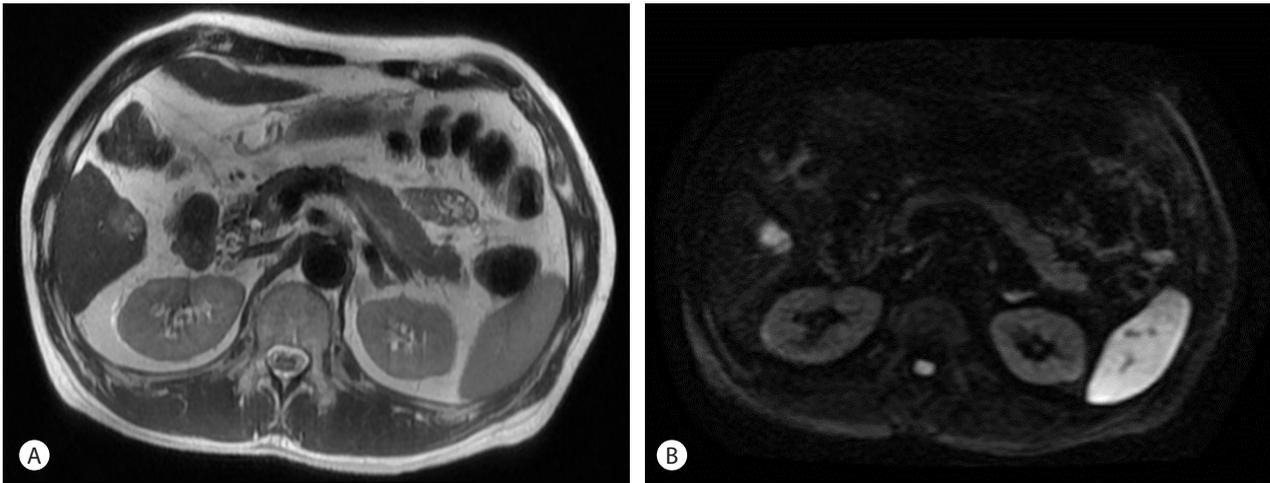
(A) The contrast enhanced MRI shows hypoenhancing nodule. (B) The diffusion weighted imaging shows that the tumor is clearly seen as a bright hyperintense. MRI, magnetic resonance imaging.
